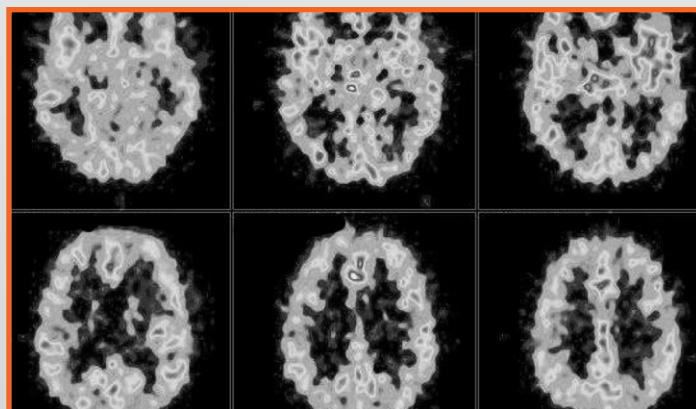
Ecografía de cerebro. W. Tyler, Arizona State University
